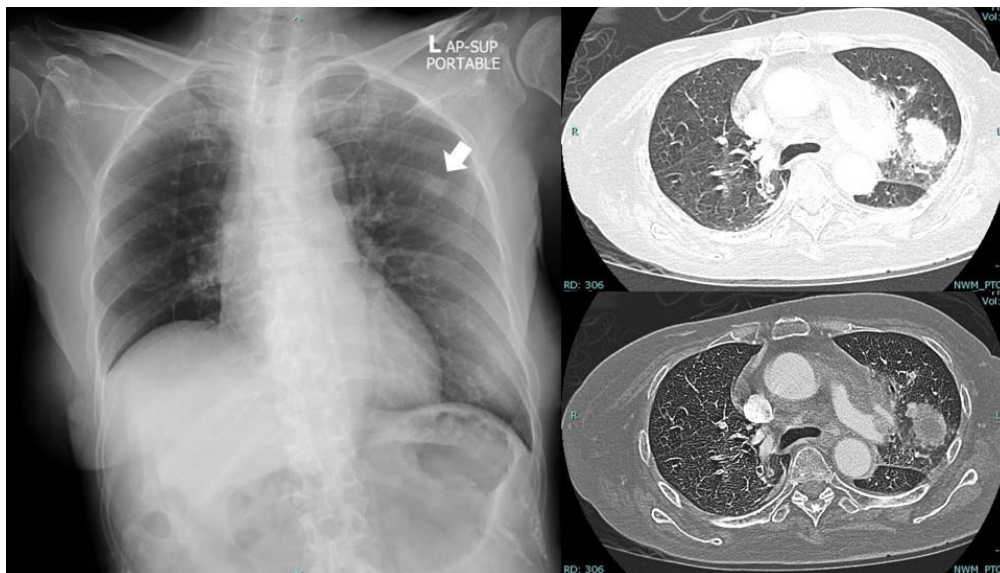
Findings from plain chest radiography and computed tomography of the chest
